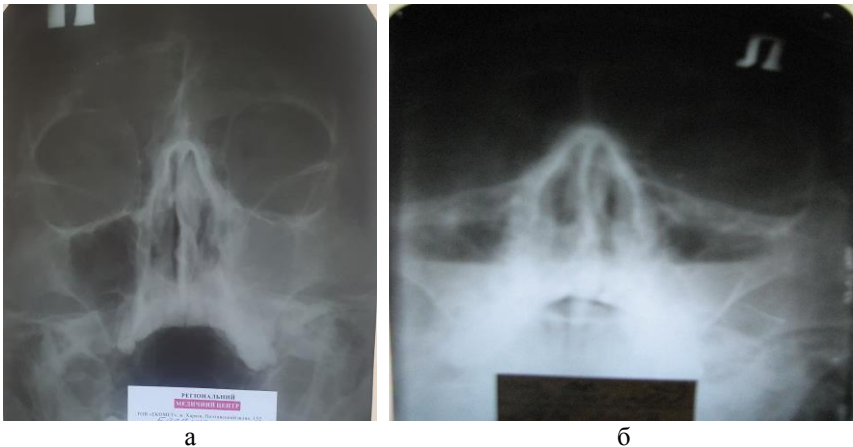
Рентгенографія параназальних синусів (а – тотальна завуальованість лівого верхньощелепного синуса, б – рівень рідини в обох гайморових синусах)
